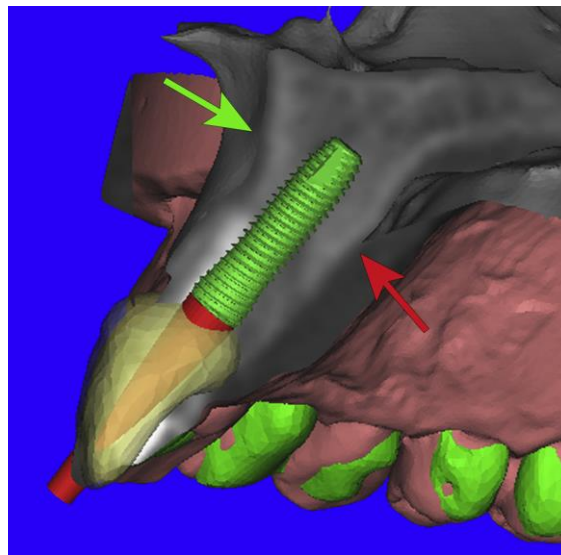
Simulación virtual de la colocación de un implante tomando en cuenta el espesor del hueso, mediante la integración de los modelos obtenidos de un escaneo 3D del modelo de yeso y una CBCT.<sup>12</sup>
